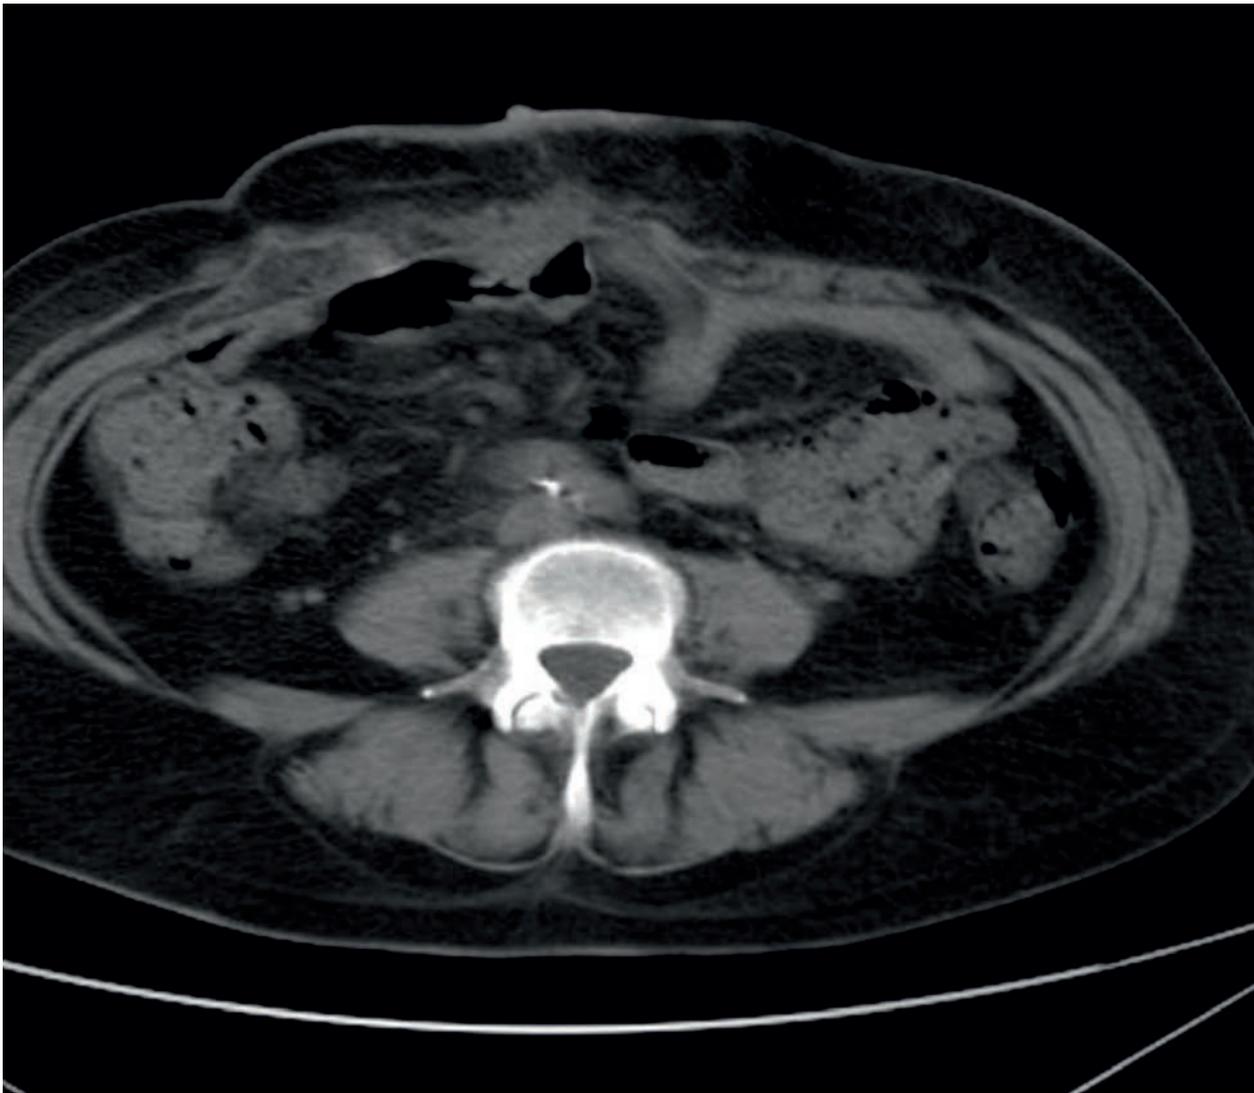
Рентгеновская компьютерная томограмма содержимого грыжевого мешка
